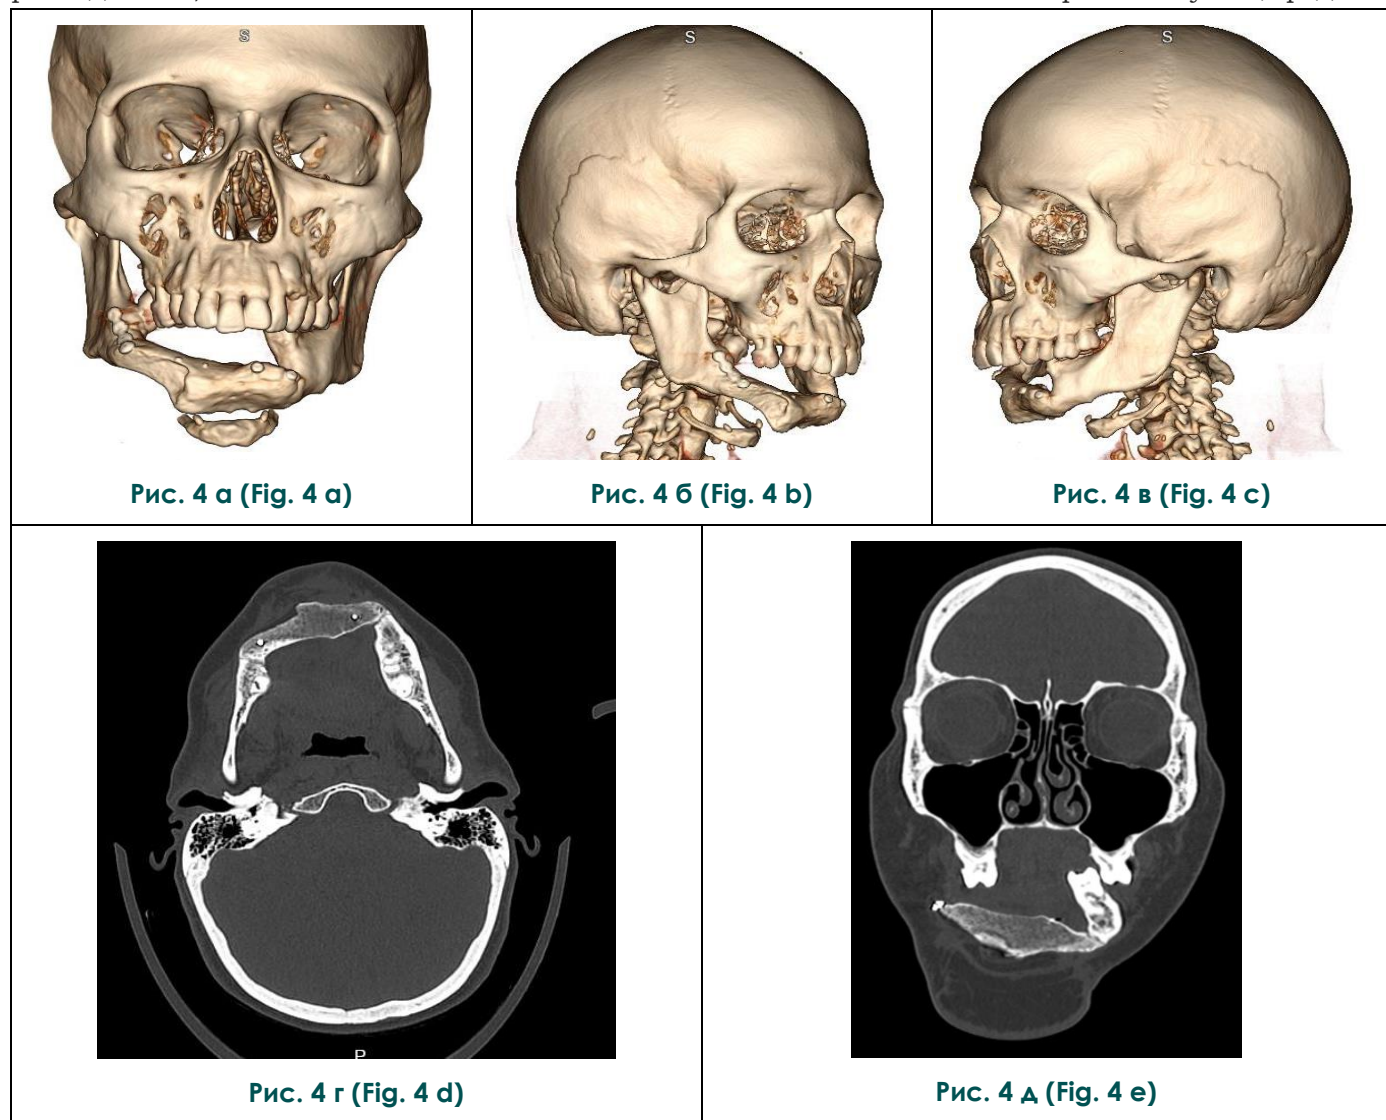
МСКТ. 3D (а, б, в), аксиальная (г), фронтальная (д) реконструкции.
